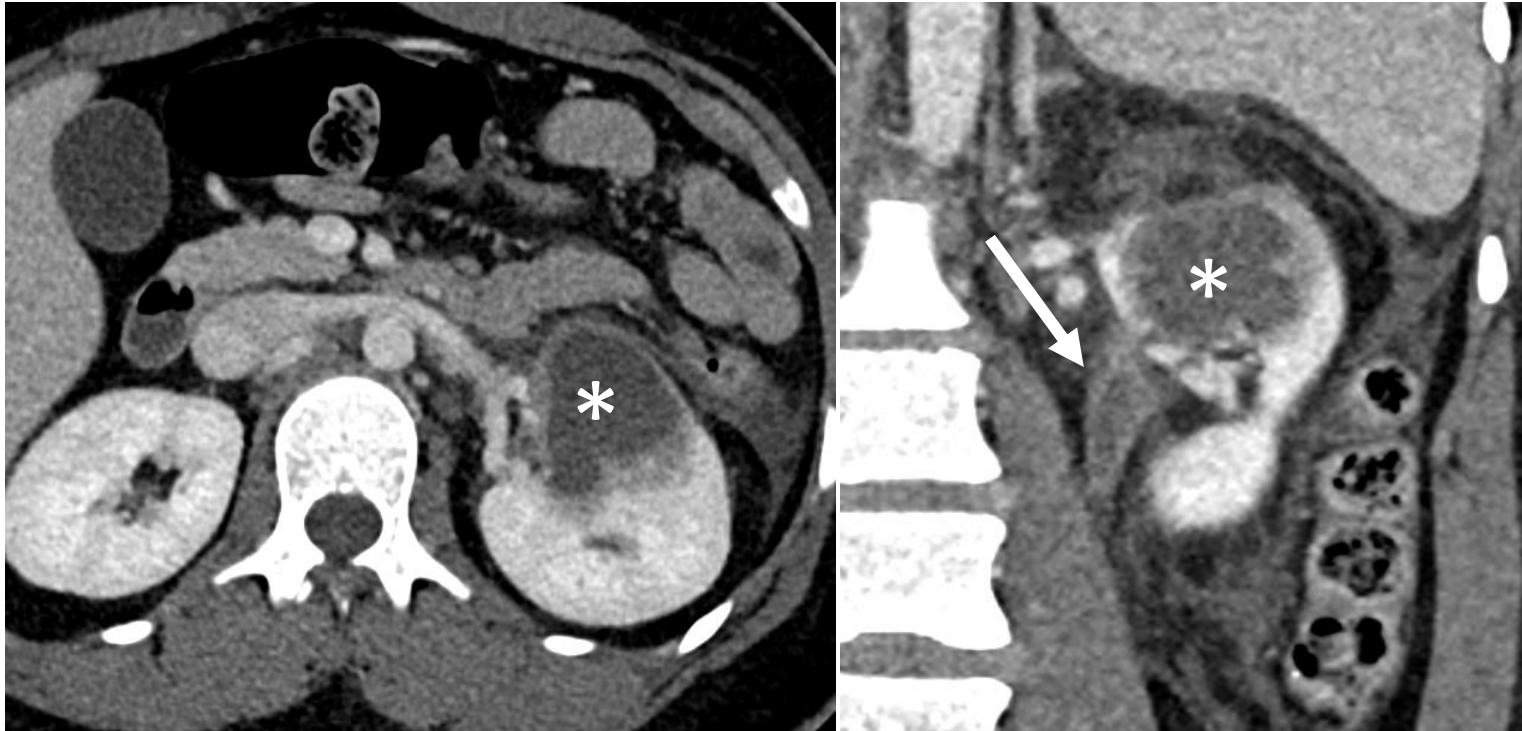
Varón de 63 años con fiebre, dolor en flanco izquierdo y sepsis. Se realiza TC abdominopélvico con contraste intravenoso que demuestra la presencia de una colección hipodensa de bordes hiperdensos bien definidos en riñón izquierdo (asterisco), compatible con absceso renal. Se observan signos de pielitis izquierda (flecha).
